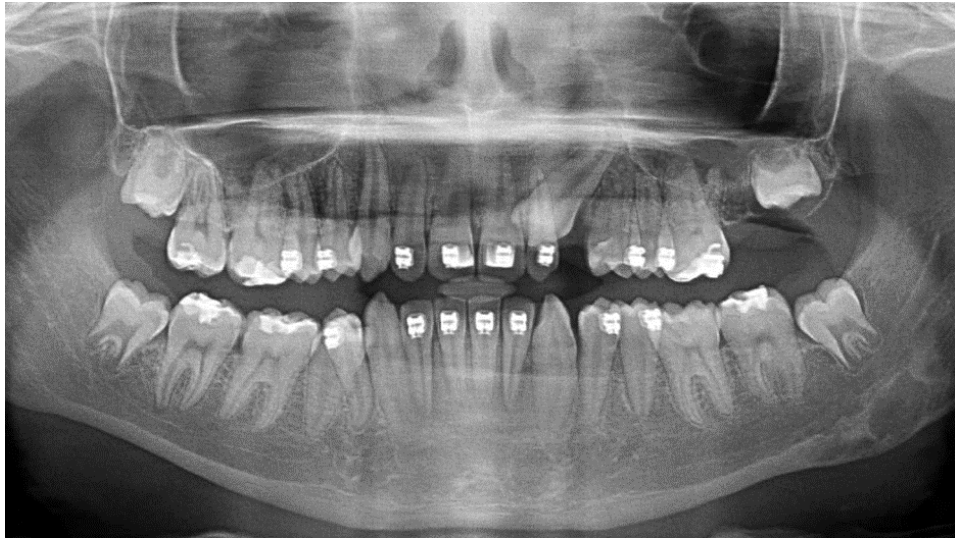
Ортопантомограма дитини віком 15 років. Зачатки 18/28 та 38/48 на стадії формування «F» за Demirjian.
